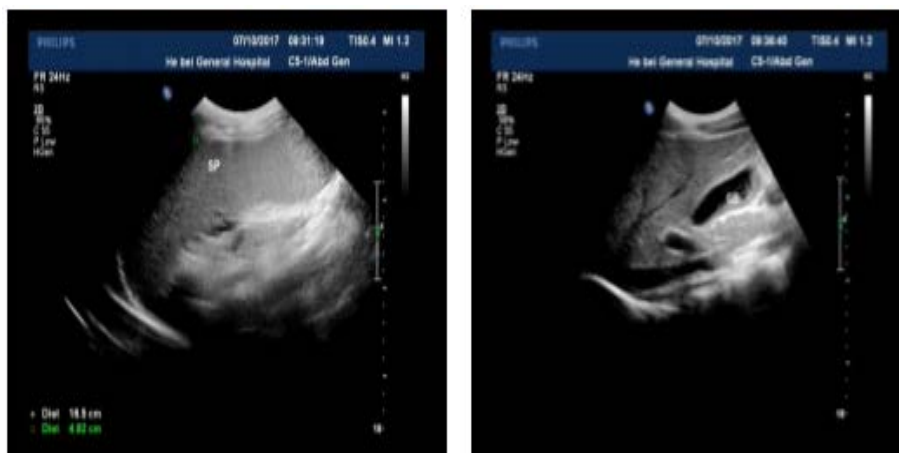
Ultrasound of liver and spleen
